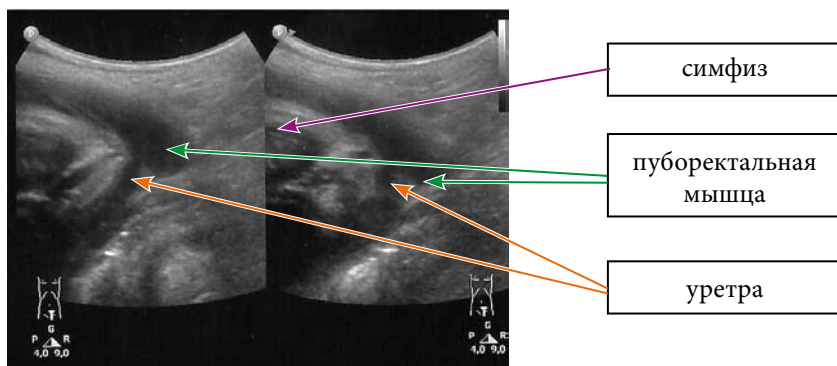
Динамическое УЗИ тазового дна – нормальное смещение тазового дна к симфизу
